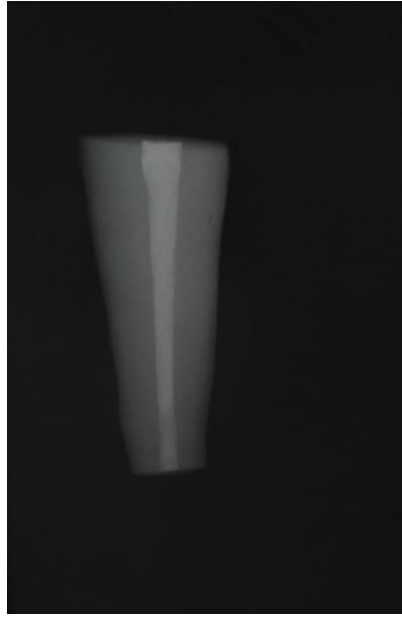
Radiografia da retrobturação com MTA<sup>®</sup> branco.
